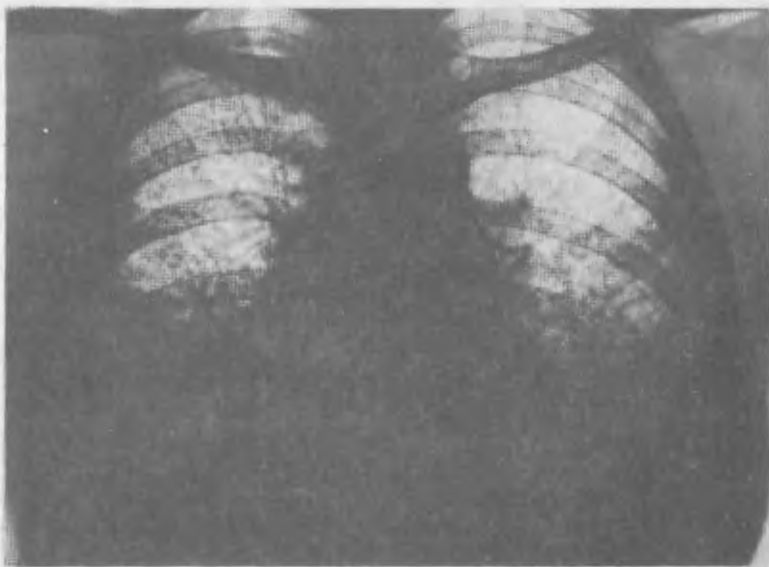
Обзорная рентгенограмма при легочном альвеолярном микролитиазе II стадии.
